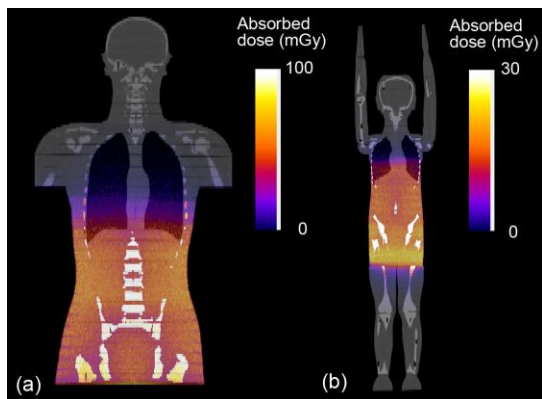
(a) 成人ファントムおよび(b) 5 歳小児ファントムの腹部-骨盤 CT 検査における線量シミュレーションにより得られた線量分布画像
